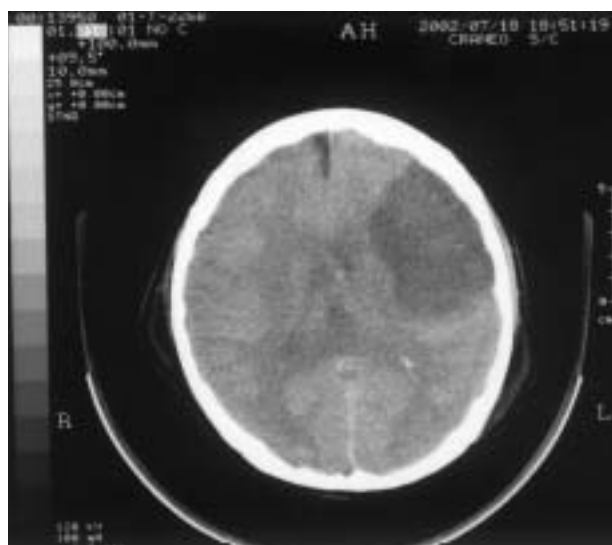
Tomografía axial computarizada craneal en la que se aprecia un infarto extenso en el territorio de la arteria cerebral media izquierda.
